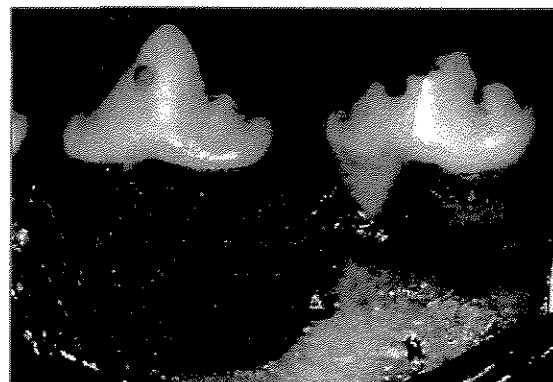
Tratamento com RTG e CO, respectivamente
